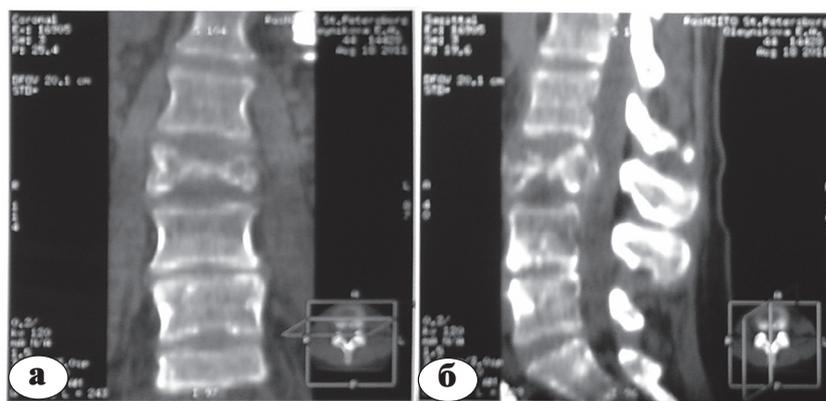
КТ срезы позвоночника больной О. во фронтальной (а) и сагиттальной (б) плоскостях с патологическим переломом тела L₃ позвонка на фоне метастаза аденокарциномы желудка
